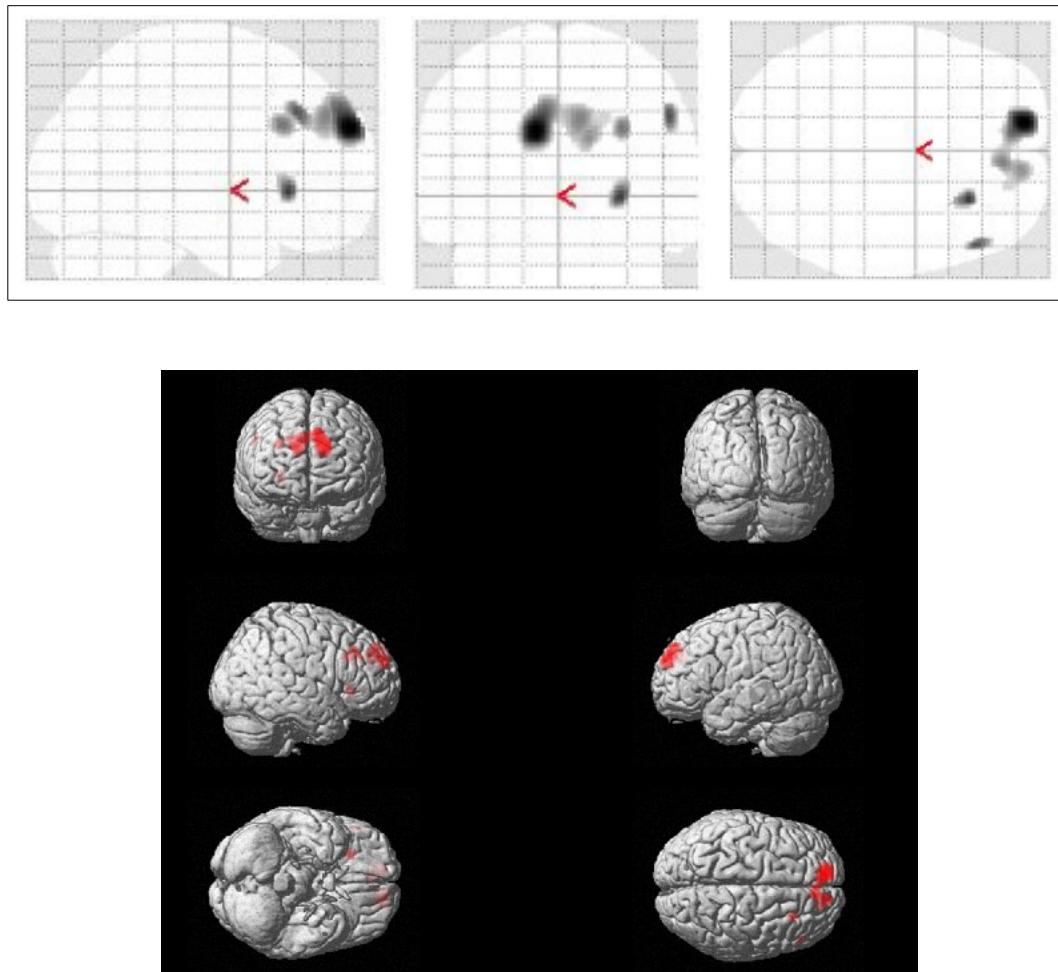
a und 17 b: Vergleich der normalisierten und geglätteten 18F-FDG-Aufnahmen von 17 Patienten mit LKB mit ≤ 11 Bildungsjahren und 26 Patienten mit LKB mit ≥ 12 Bildungsjahren.
